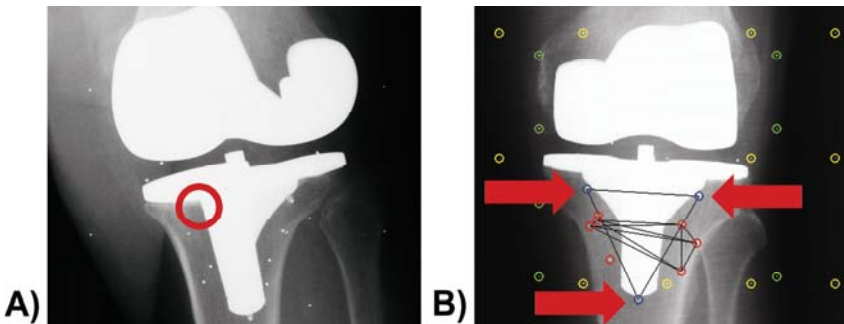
(A) Rechtes Röntgenbild eines RSA-Röntgenbildpaares. Einer der drei zusätzlichen Messmarker an der tibialen Komponente der Total-Knie-Endoprothese wird durch diese selbst verdeckt (roter Kreis). Eine erneute Aufnahme mit rotiertem Bein des Patienten könnte den fehlenden Messmarker sichtbar machen, ist aber aus ethischen Gesichtspunkten nicht vertretbar, aufgrund der zusätzlichen Strahlenbelastung für den Patienten. Die Bestimmung der Starrkörperkinematik für die Endoprothesenkomponente ist aufgrund des fehlenden Messmarkers nicht möglich. (B) Rechtes Röntgenbild eines RSA-Röntgenbildpaares. Alle drei zusätzlich an der Endoprothese angebrachten Messmarker sind sichtbar (rote Pfeile). Die Bestimmung der Starrkörperkinematik ist möglich.
